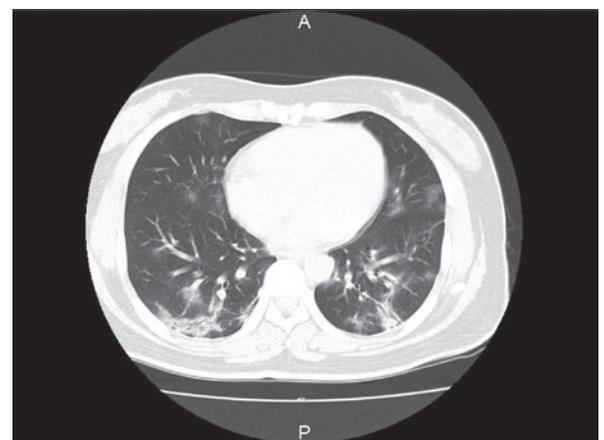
新型コロナウイルス感染症患者の胸部CT画像 (自験例)
